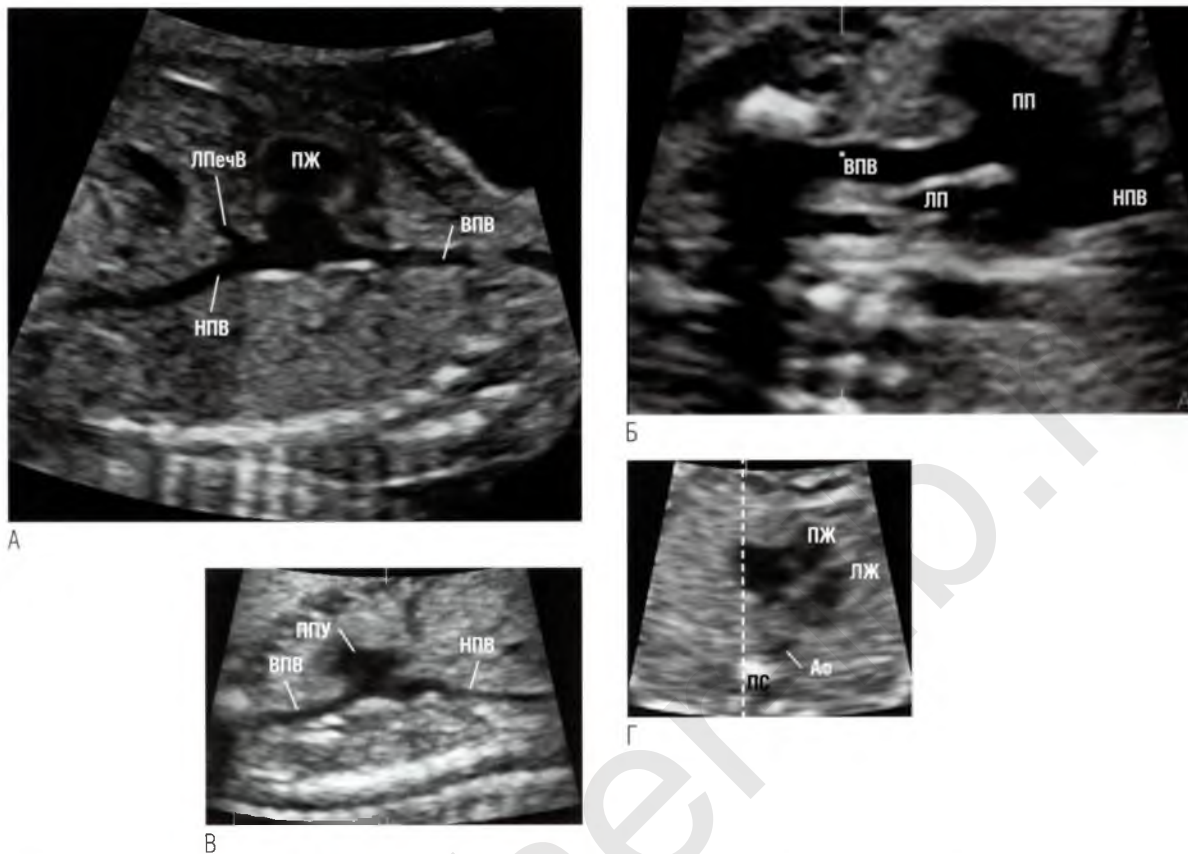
(А) В сагиттальной плоскости справа от срединной линии тела определяются верхняя полая вена (ВПВ) и нижняя полая вена (НПВ), соединяющиеся с сердцем. Левая печеночная вена (ЛПечВ) впадает в нижнюю полую вену до того, как последняя проходит через диафрагму. (Б) На срезе в сагиттальной плоскости показаны нижняя и верхняя полые вены, причем ультразвуковой луч несколько отклонен влево и проходит через полость левого предсердия (ЛП), расположенного позади правого предсердия (ПП). Обратите внимание на ширину и форму правого предсердного ушка (ППУ), расположенного кпереди. (В, Г) Срезы из серии параллельных томографических ультразвуковых срезов для трехмерной поверхностной реконструкции. Срез (В) получен в плоскости, обозначенной пунктирной линией на (Г). На этом срезе нижняя и верхняя полые вены показаны по длинной оси. Срез в четырехкамерной позиции (Г) перпендикулярен срезу (В). Ультразвуковой луч (пунктирная линия) проходит через правое предсердное ушко, расположенное кпереди, и системные вены, которые лежат в той же плоскости справа от нисходящего отдела аорты. Ао — аорта; ЛЖ — левый желудочек; ПЖ — правый желудочек; Пс — позвоночный столб.
